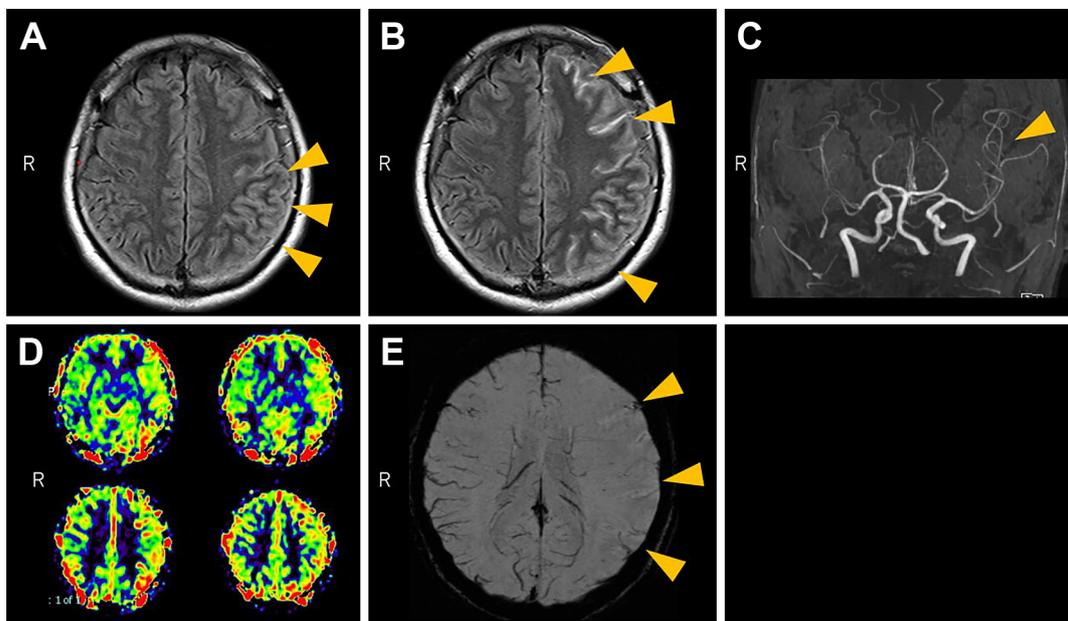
Brain MRI before treatment.
